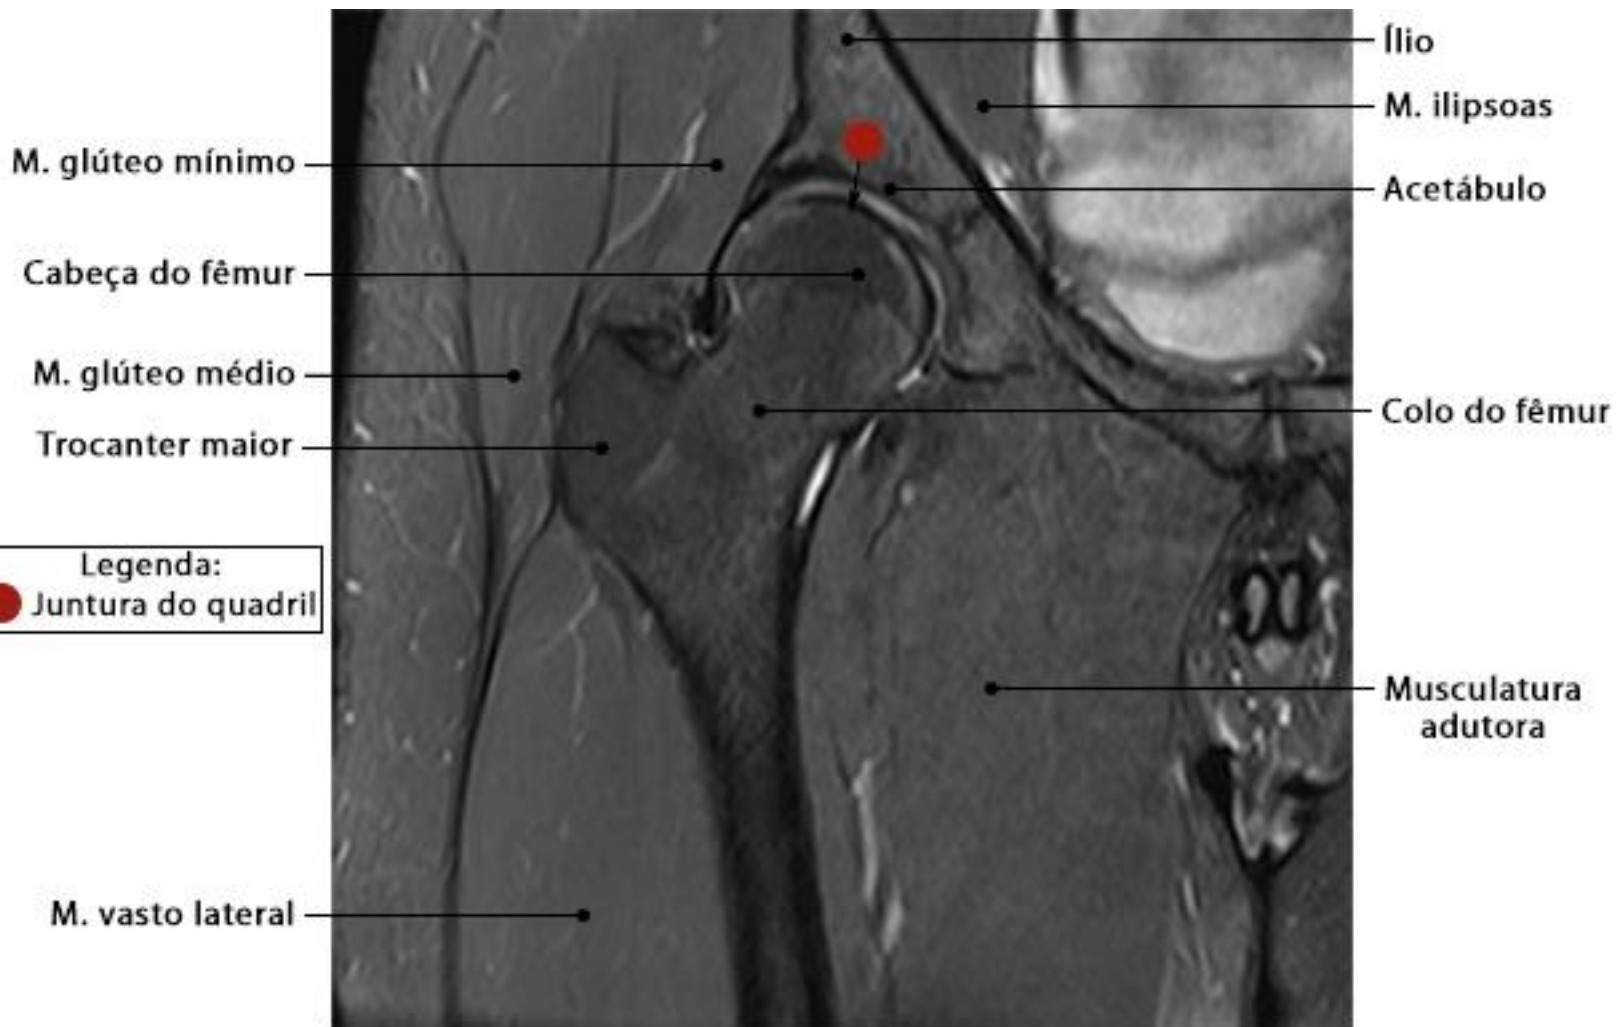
RM do quadril em corte coronal com ponderação DP SPAIR
